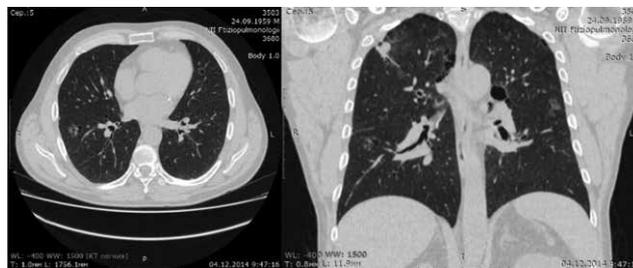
МСКТ грудной клетки пациента Л.П. Субсегментарные бронхи расширены. В верхних долях обоих легких, в С6 обоих легких и С9 правого легкого — пятнистые дольковые участки матовости без четких границ, часть с центральной буллезной перестройкой
